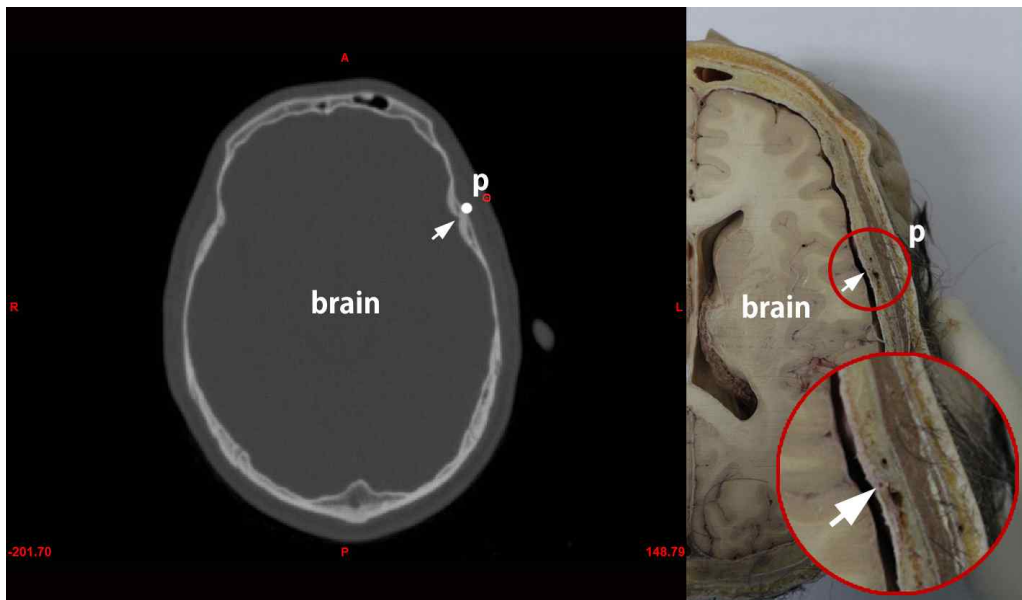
관자놀이점을 지나는 수평면에서 본 시신의 CT 이미지 영상과 실제 절단 사진
